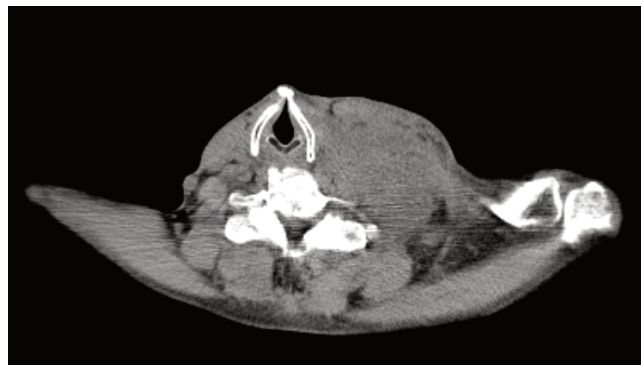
КТ (23.05.2017) Конгломерат лимфатических узлов
